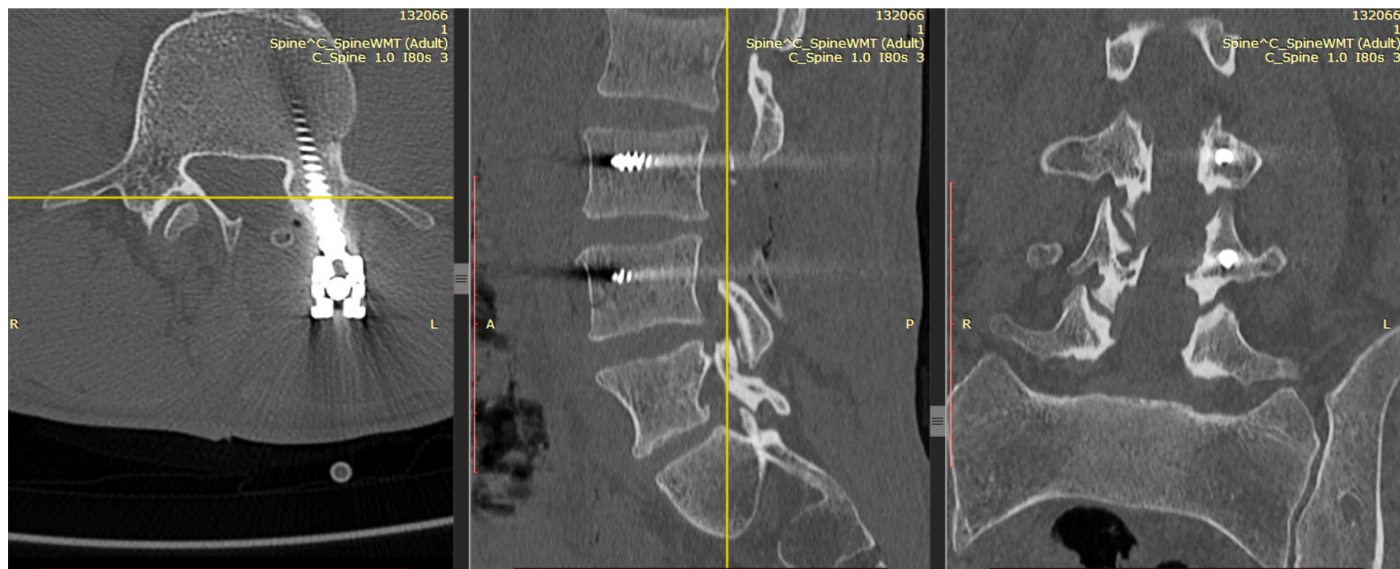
Мультиспиральная компьютерная томография поясничного отдела позвоночника (09.10.2023 г.) (контроль) – послеоперационные изменения на уровне L_{III}-L_{IV} с установленной металлоконструкцией (2-винтовая система транспедикулярной фиксации). Дегенеративно-дистрофические изменения поясничного отдела позвоночника (остеохондроз, спондилёз, спондилоартроз)
